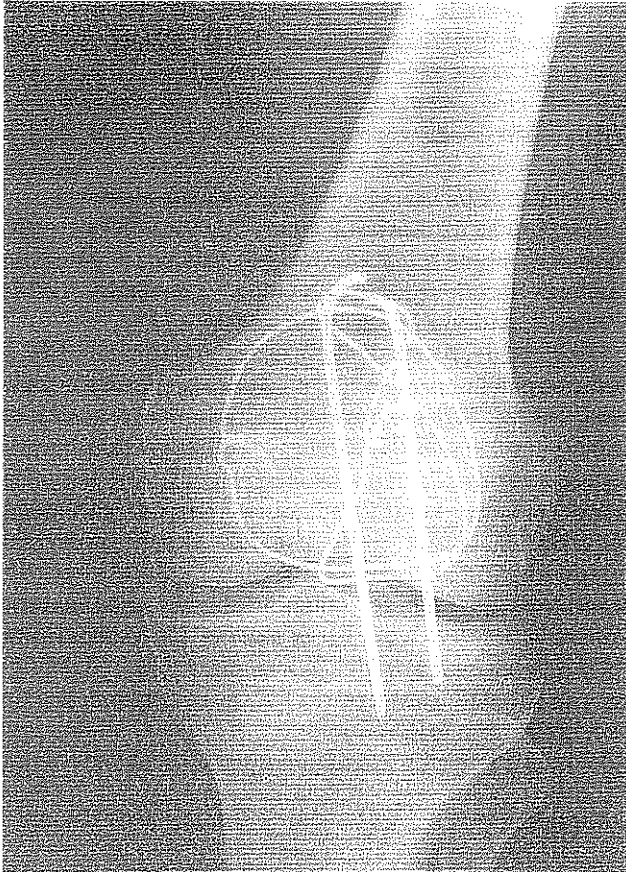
3 yıl sonraki kontrolünde AP grafisi.
